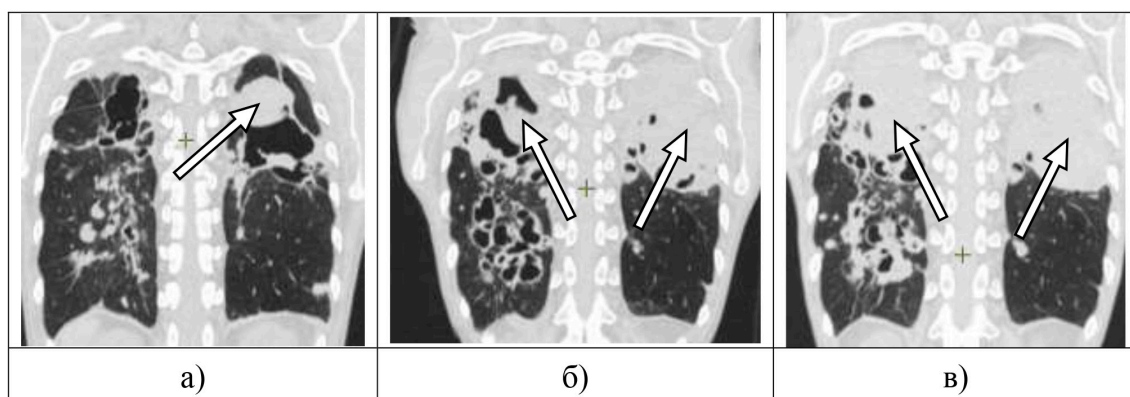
МСКТ органов грудной полости больной К. в динамике: а) 24.10.2022; б) 26.10.2023; в) 15.01.2024 (описание в тексте)
